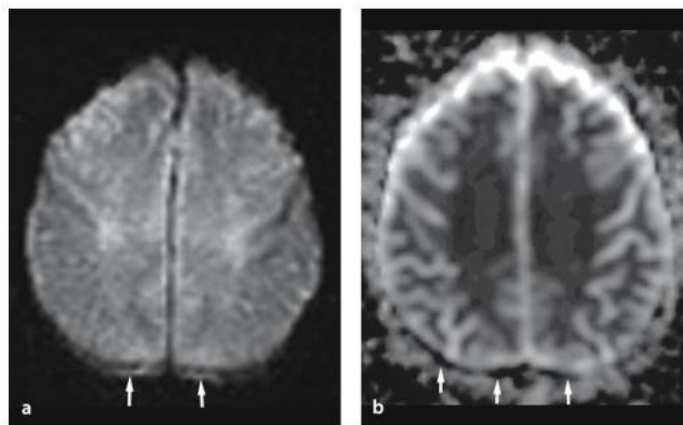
Artefacto correntes Eddy. DWI, a; mapa de ADC, b. Adaptado de(59).
